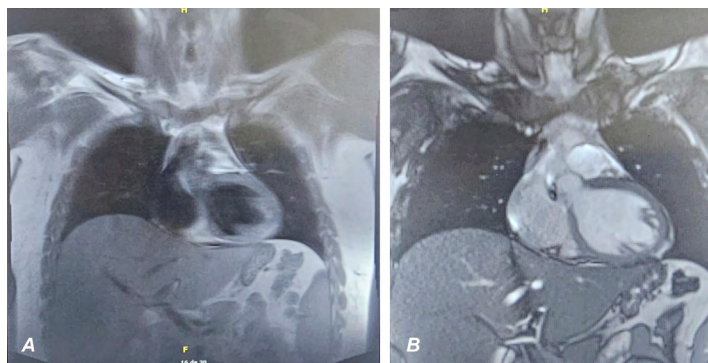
Cardiorrresonancia magnética.
